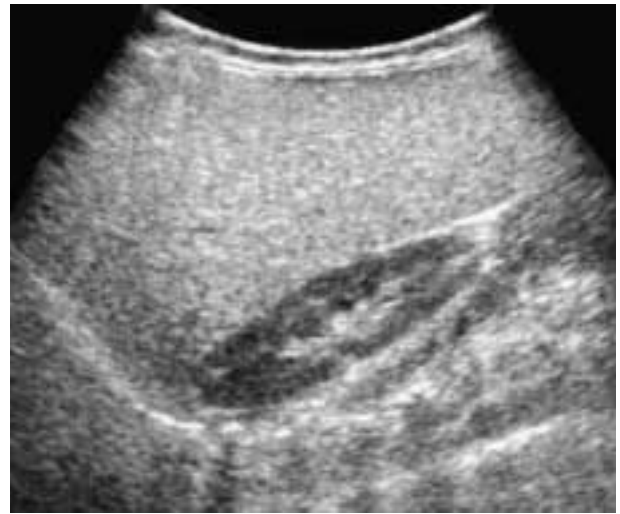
Immagine ecografica sagittale sulla linea emiclavare: fegato ingrandito con aumento dell'ecogenicità (M, 9 mesi, glicogenosi di tipo IA).
